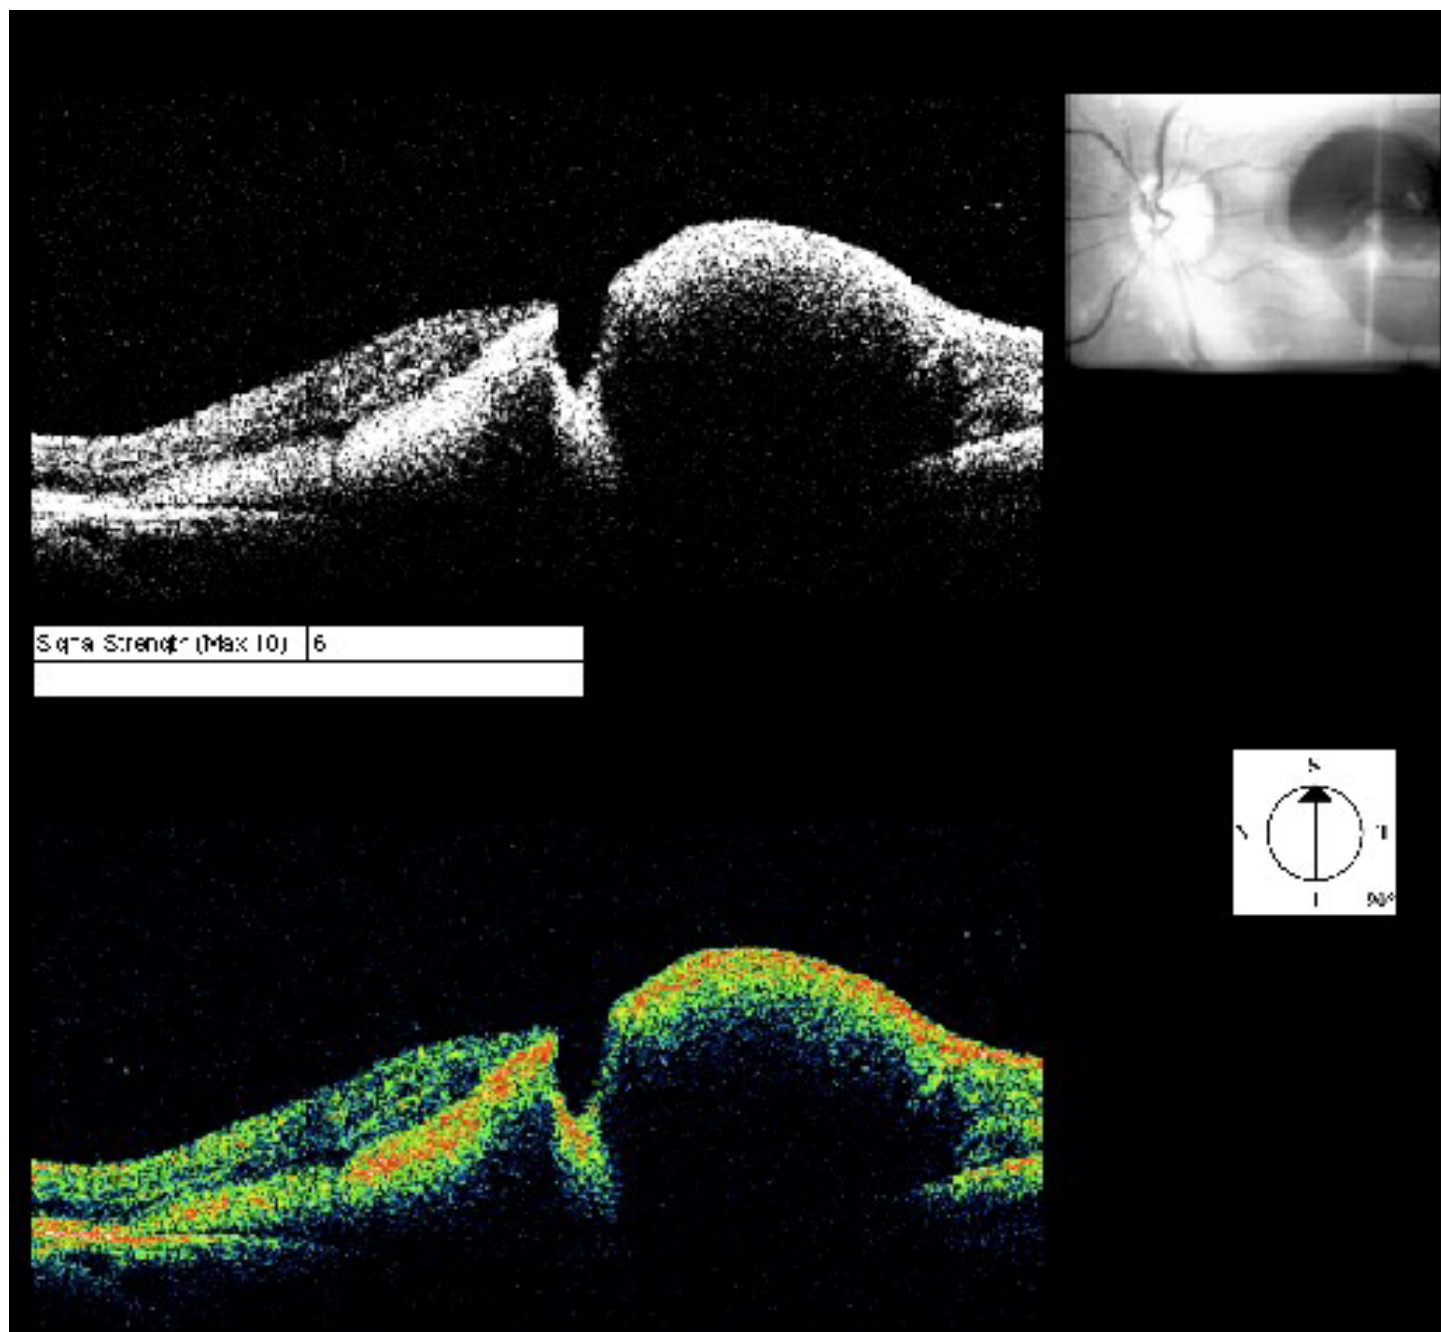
Tomografia de coerência óptica (OCT). Elevação na região da hemorragia ao redor do macroaneurisma.
